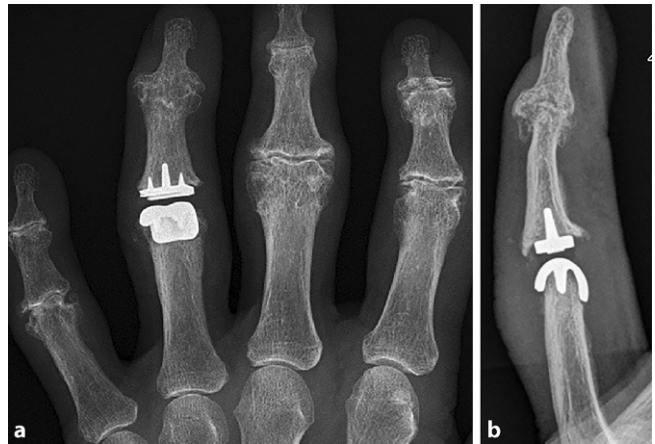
▲ CapFlex-PIP: Röntgenbild 3 Jahre nach Implantation und korrekter Achsausrichtung, a p.-a.-Aufnahme, b lateral
